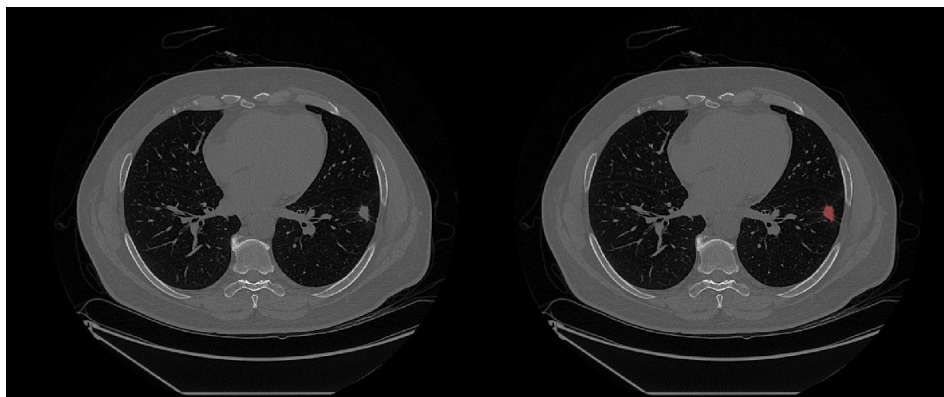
Lung nodule present in a CT image. The nodule is highlighted with red on the right.
